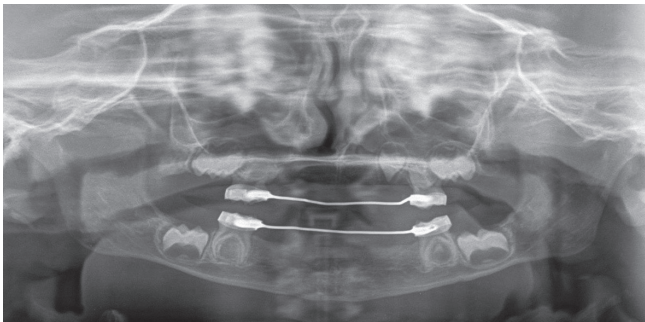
Ortopantomografía para valorar posibilidades de tratamiento a largo plazo.
